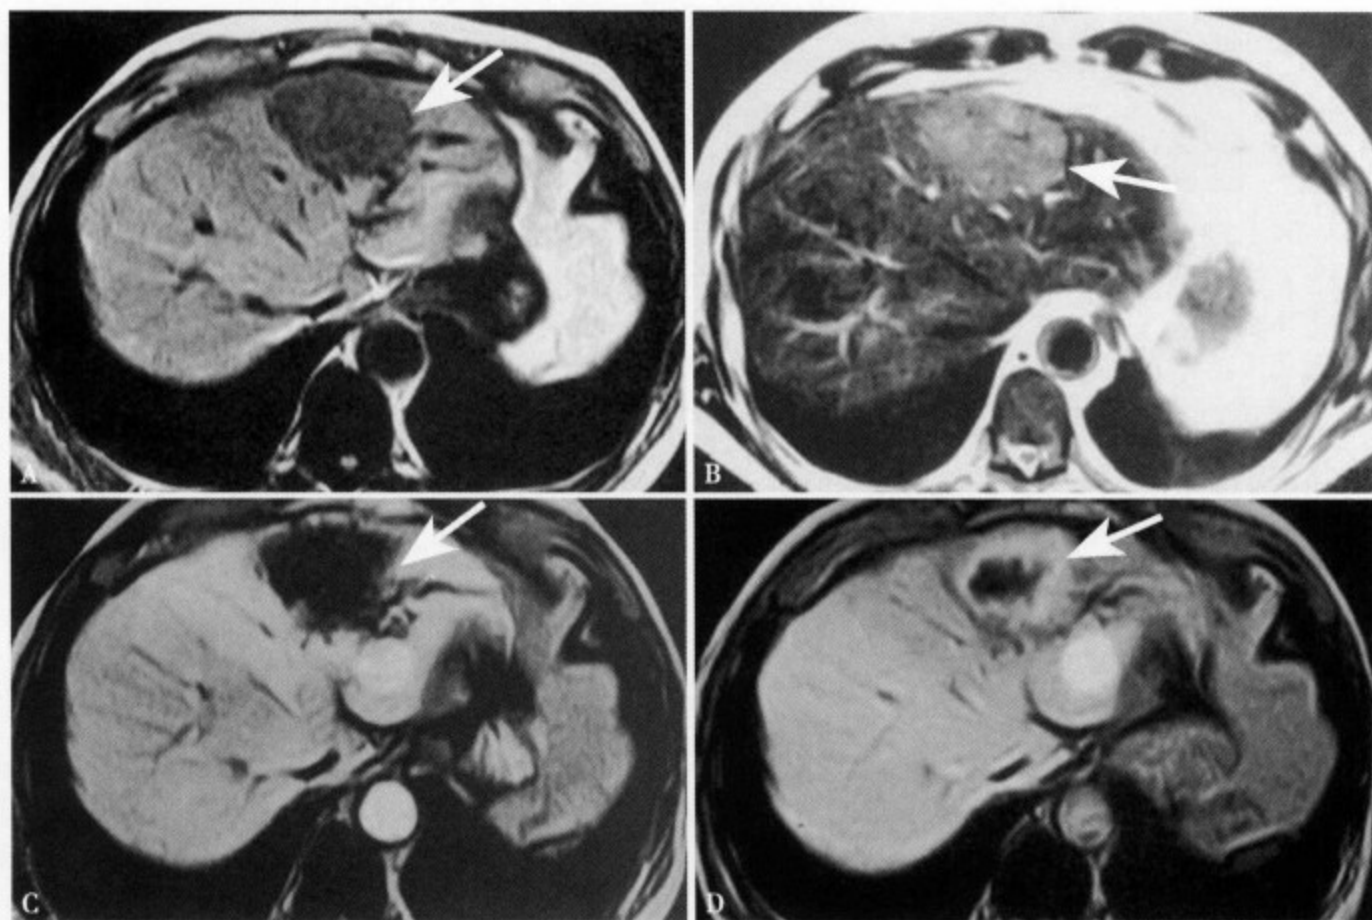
末梢型肝内胆管细胞癌肿块型。T₁WI (A) 肝左叶内侧段显示一类圆形欠均匀低信号肿块, 边缘不规则, 大部分边界清楚; T₂WI (B) 病变呈高信号, 信号欠均匀, 部分边界不清; MRI 增强动脉期 (C) 可见肿瘤的边缘不规则强化, 周边肝实质呈区域性增强, 左侧肝内胆管扩张、增粗; 门静脉期 (D) 肿瘤强化从边缘向中心延伸, 周边肝实质信号相对减低
